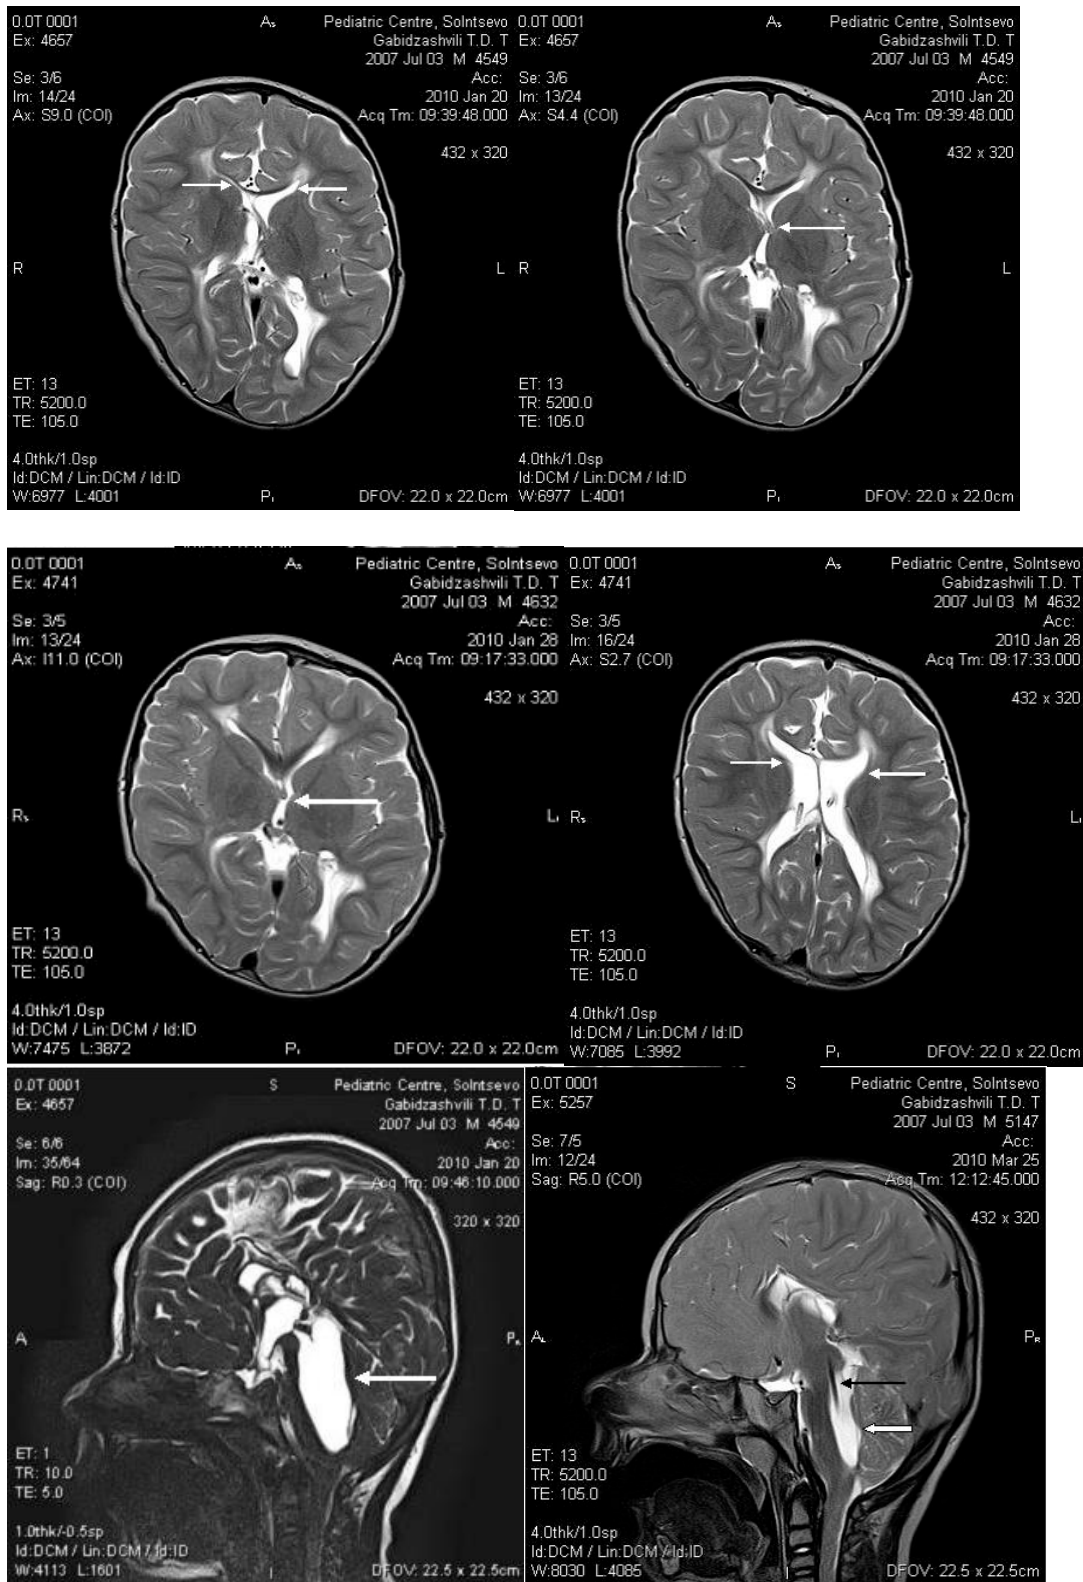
Расширение желудочков инфузионным методом. МРТ мозга: А – узкие боковые желудочки (стрелки) после ВП-шунтирования; Б- функциональная окклюзия отверстий Монро (стрелка); В- изолированный IV желудочек (стрелка); Г-расширение боковых
